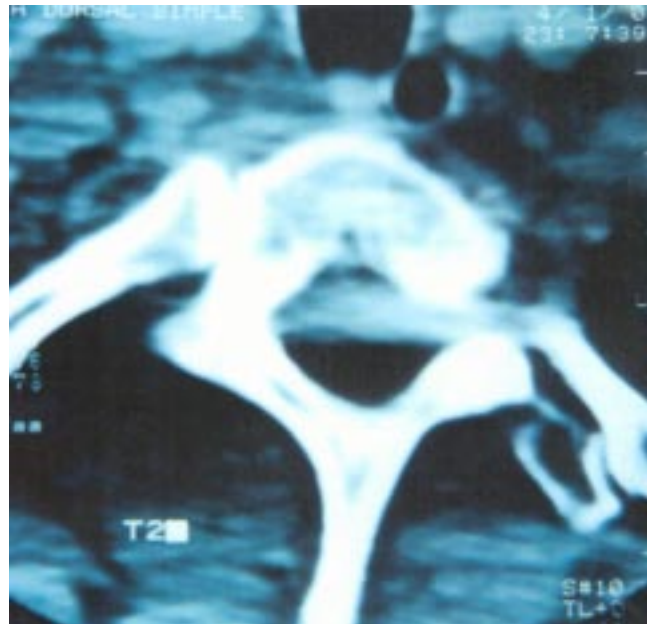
Tomografía axial computada en donde se observa gran burbuja aérea en canal medular que comprime y distorsiona la médula espinal.
